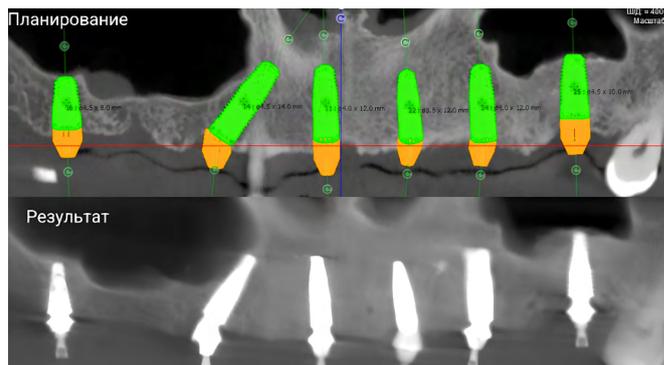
Запланированное положение имплантатов (А) и контрольное рентгенологическое исследование после операции (Б)
